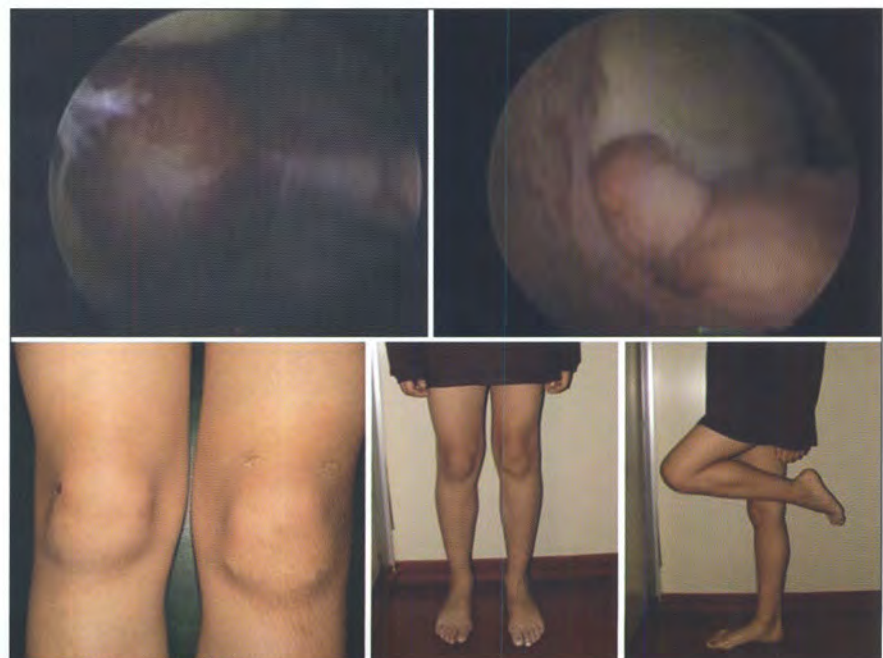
Paciente de sexo masculino de 10 años de edad que consulta por dolor, e impotencia funcional de rodilla izquierda. A) Radiografías sin hallazgos patológicos de relevancia, B) RMN, C) Aspecto clínico donde se objetiva marcada tumefacción y limitación del rango de movilidad. D) Imagen artroscópica característica de SVNP: Nódulos de color amarillo ocre localizados en el compartimento anterior, E) Estética de los 4 portales utilizados, F) Rango de movilidad completo a los 4 años de postoperatorio.
